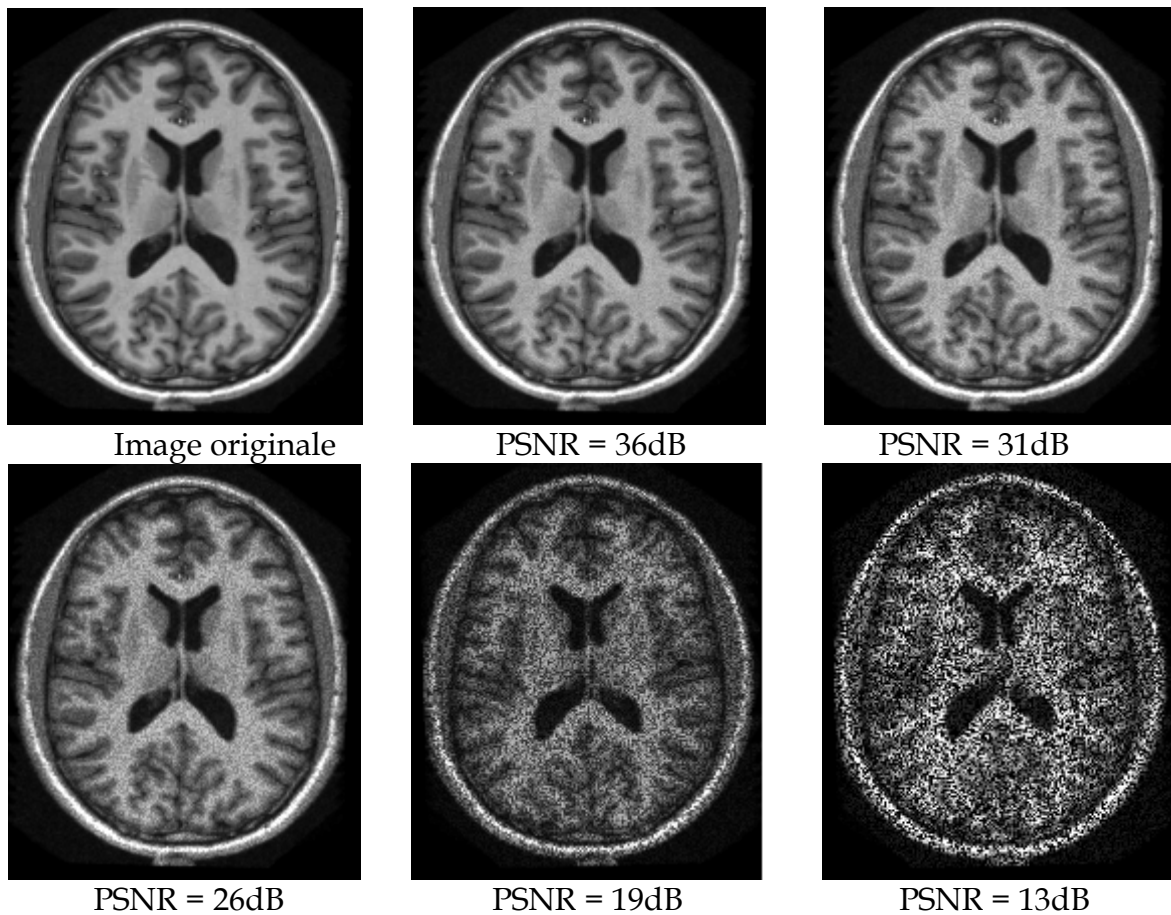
Coupes IRM de cerveaux bruitées par un bruit multiplicatif de type speckel en faisant varier la variance comme suit : ($v = 0$, $v = 0.0045$, $v = 0.014$, $v = 0.05$, $v = 0.15$, $v = 0.8$). Les PSNR correspondants à ces variances sont notés au dessous de chacune des images IRM.
